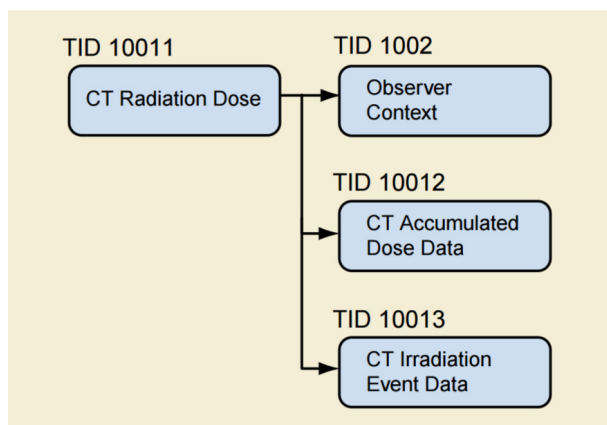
CT Radiation Dose SR IOD Template Structure (DICOM PS3.16)[1].
